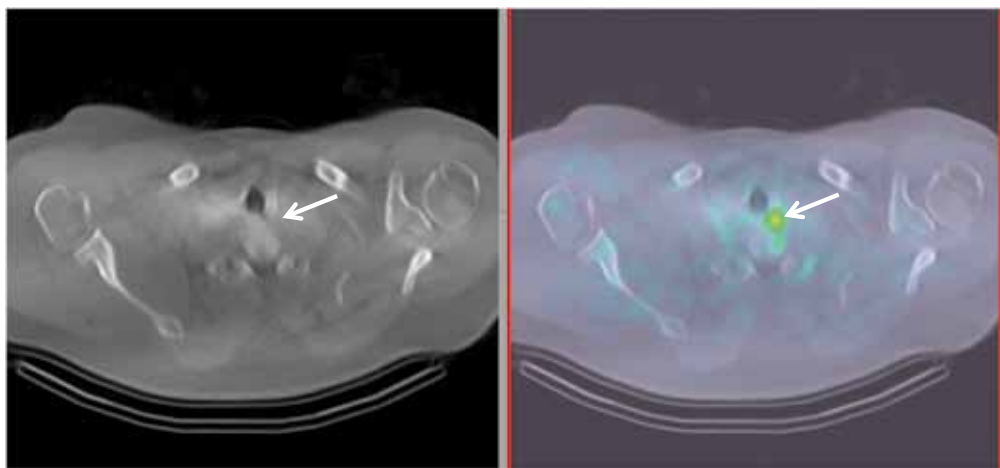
► Fusion entre les images scintigraphiques obtenues par ⁹⁹Tc-MIBI et les images du CT scan cervical montrant à posteriori chez le patient n°1 une image compatible avec un adénome parathyroïdien, situé de manière inhabituelle, très postérieur et juste devant les corps vertébraux C6 et C7, en région para-oesophagienne gauche (indiqué par les flèches).
